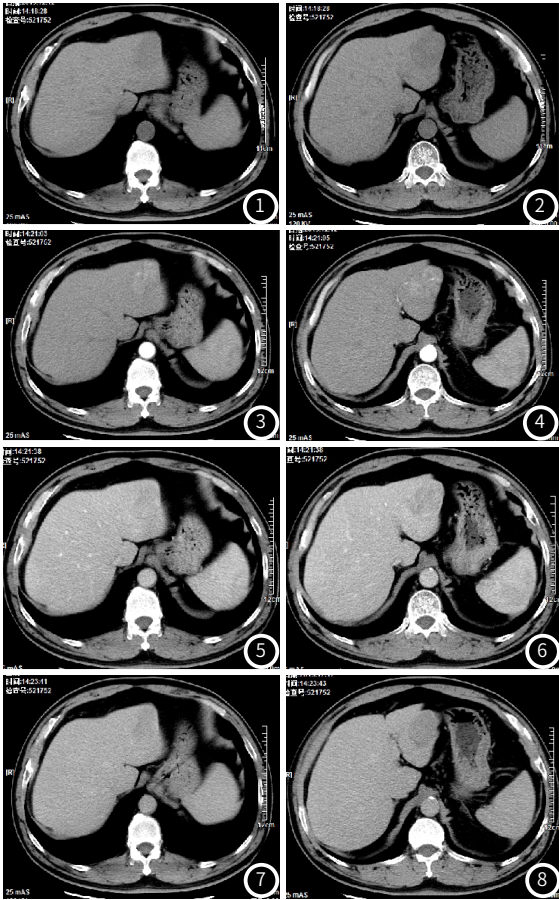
~图8 患者，男，56岁，体检发现肝左外叶占位。影像诊断：肝右后叶下段占位，考虑PHC；CT平扫示：肝左外叶可见团块状低密度影(图1~图2)，边界欠清，大小约46.2mm×45.3mm；CT增强扫描示：肝左外叶病灶动脉期(图3~图4)明显强化，静脉期(图5~图6)及延迟期(图7~图8)强化程度下降。
